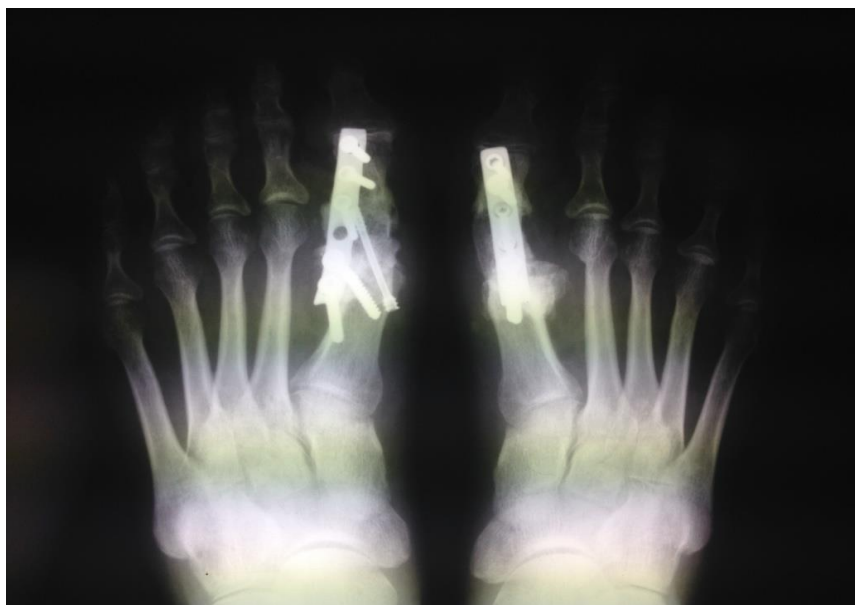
Рентгенограммы пациента до и после выполнения артродеза ПФС I (срок наблюдения 6- 12 мес.).
